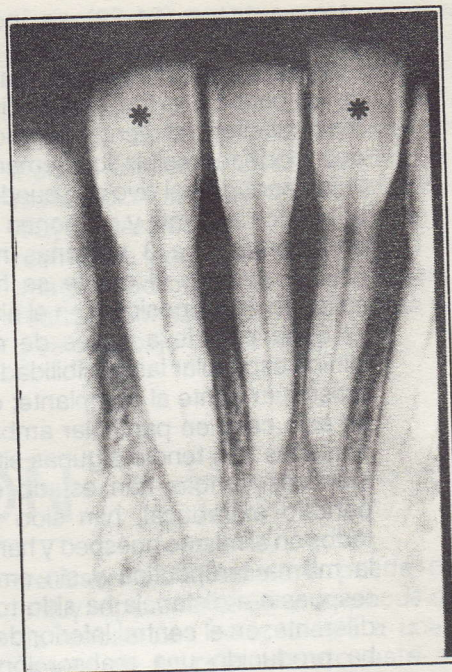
Radiografía periapical post-operatoria inmediata al reimplante.
